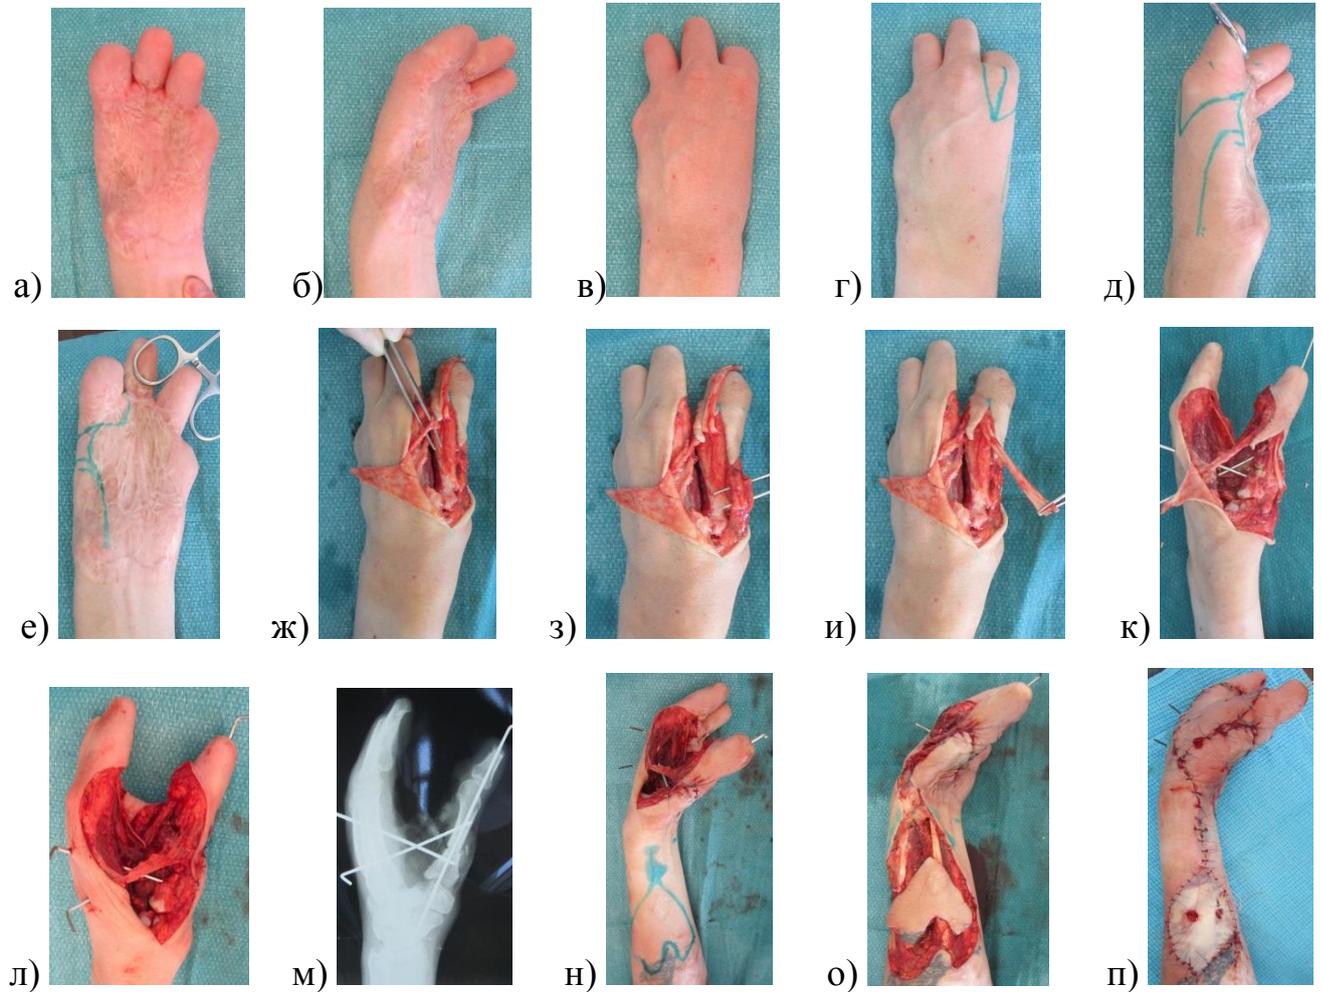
Операция поллицизации II пальца левой кисти при последствиях множественной механической травмы у б-ого Х., 1 год, и/б 2822/ С2011: а, б, в – внешний вид кисти и предплечья до лечения; г, д, е – разметка кожных разрезов; ж, з, и – выделение тыльных пальцевых вен, ладонных сосудисто-нервных пучков, сухожилия разгибателя; к, л – фиксация спицами 2 луча; м – рентгенограмма кисти после операции; н, о – разметка и выделение лучевого лоскута предплечья; п – внешний вид кисти и предплечья после операции.
